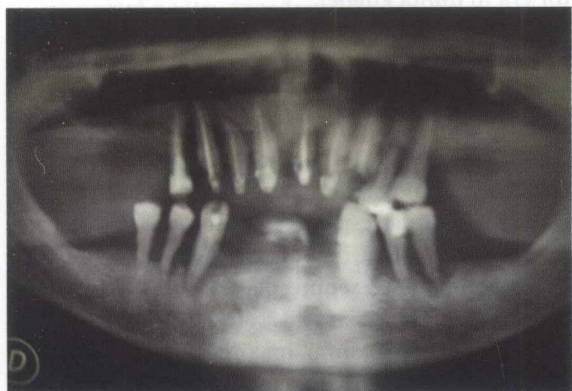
Radiografia panoramică
